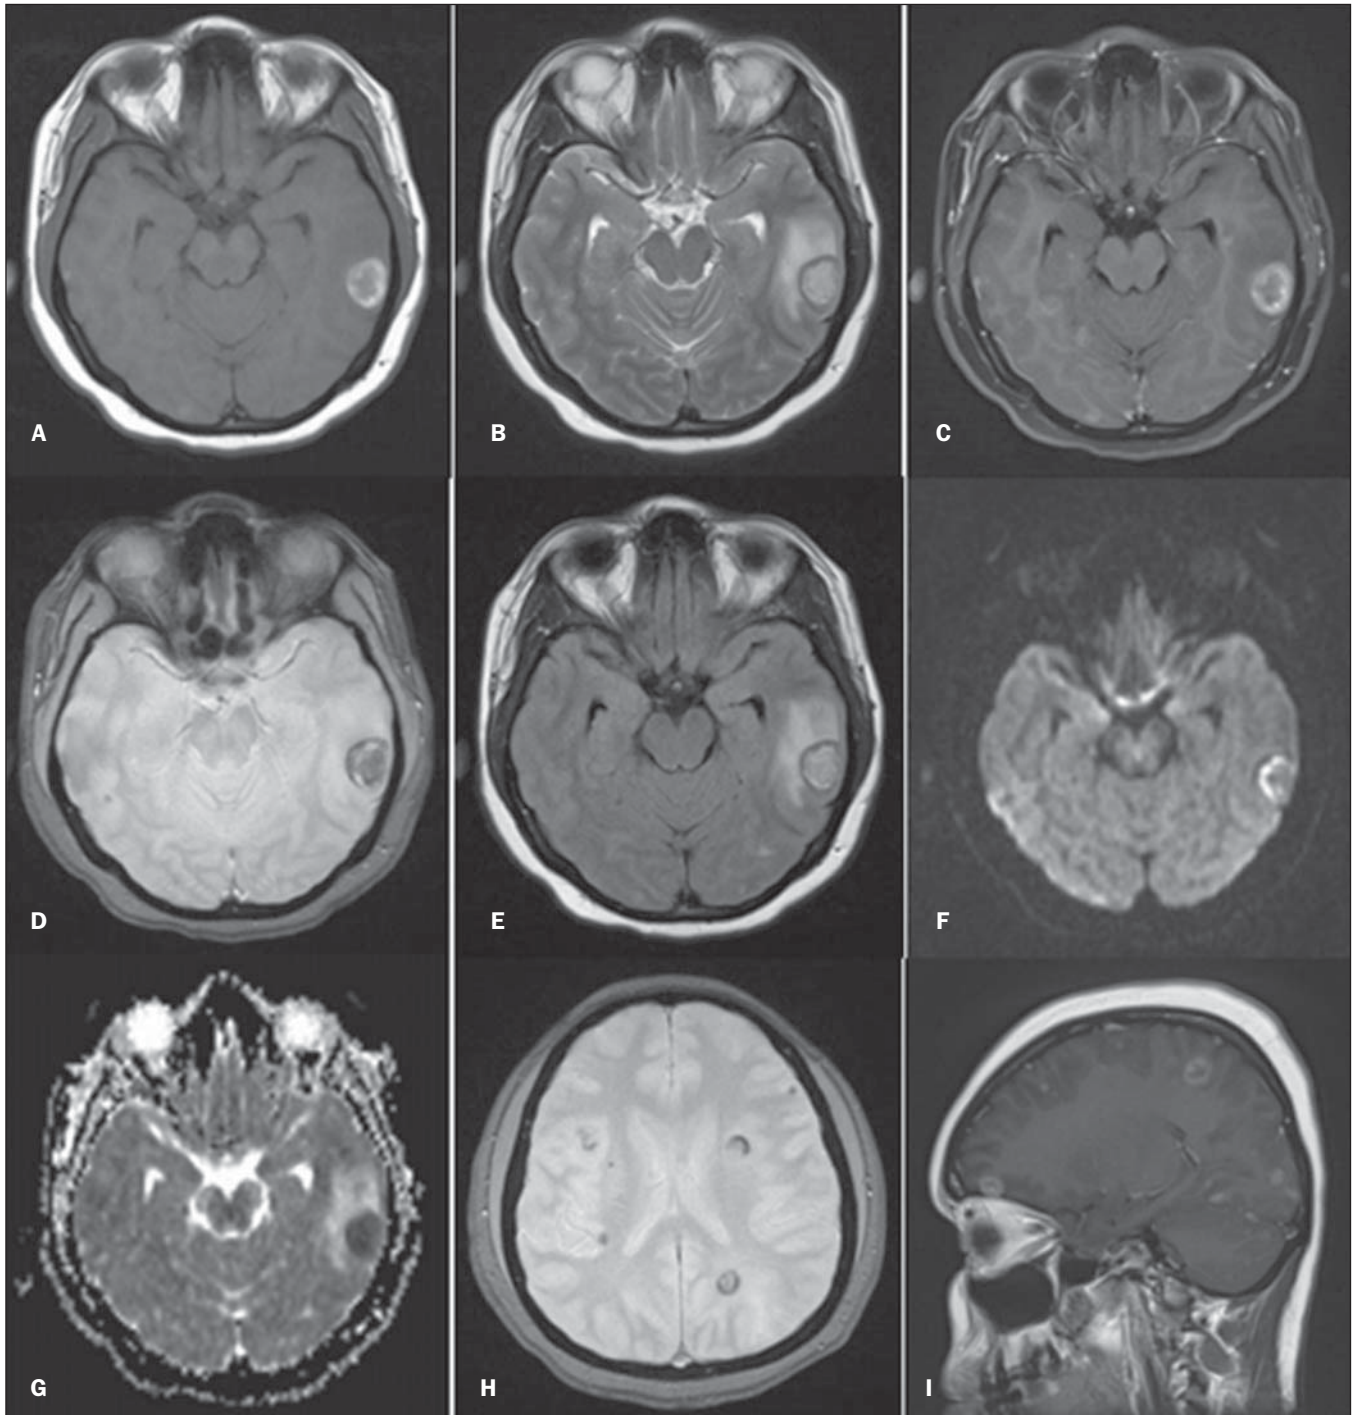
RM do crânio. A: T1 axial – lesão nodular expansiva córtico-subcortical no lobo temporal esquerdo com componente central isointenso e halo de hipersinal. B: T2 axial – leve hipersinal central e hipossinal periférico. C: T1 pós-contraste *fat-sat* axial – discreto realce periférico pelo gadolínio. D: T2* axial – marcado hipossinal, levemente heterogêneo. E: FLAIR axial – leve hipersinal no componente central e halo de hipossinal, com edema perilesional. F: DWI axial. G: Mapa de ADC axial. H: T2 gradiente axial – lesões múltiplas com hipossinal periférico. I: T1 pós-contraste sagital – múltiplas lesões com impregnação anelar.
